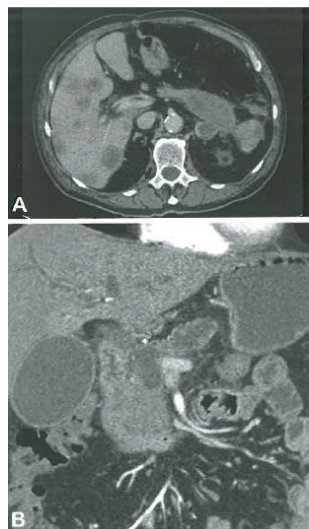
A Una tomografía axial computarizada de un adenocarcinoma ductal del cuerpo y cola del páncreas con numerosas metástasis hepáticas. B Vista coronal revelando un adenocarcinoma ductal de gran tamaño en la cabeza del páncreas. Nótese la dilatación secundaria de los ductos pancreáticos y biliares intrahepáticos, así como el aumento de tamaño importante de la vesícula biliar. (2)
